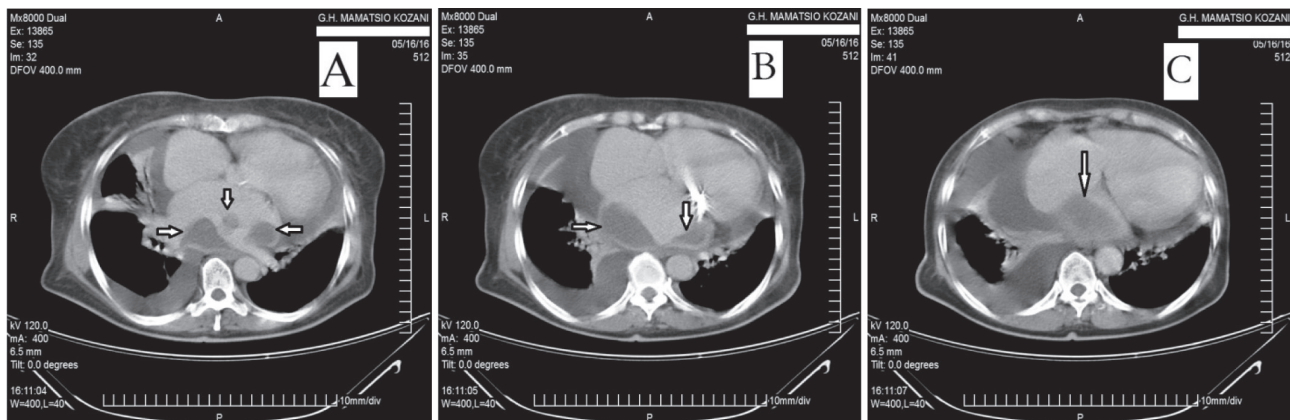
Contrast enhanced computed tomography angiogram (CT) of chest. At the time of admission, there was a large contrast negative lesion in the left atrium (occupies approximately the 60-70 % of the left atrial space) and left atrial appendage (white arrows) (B, C). We can observe at the different images of CT that there are 3 thrombi: one inside the left atrial appendage, one large thrombus inside the left atrium attached at the posterolateral wall and one smaller thrombus, which is mobile, with ball-like formation at the apex of the large thrombus (A).
